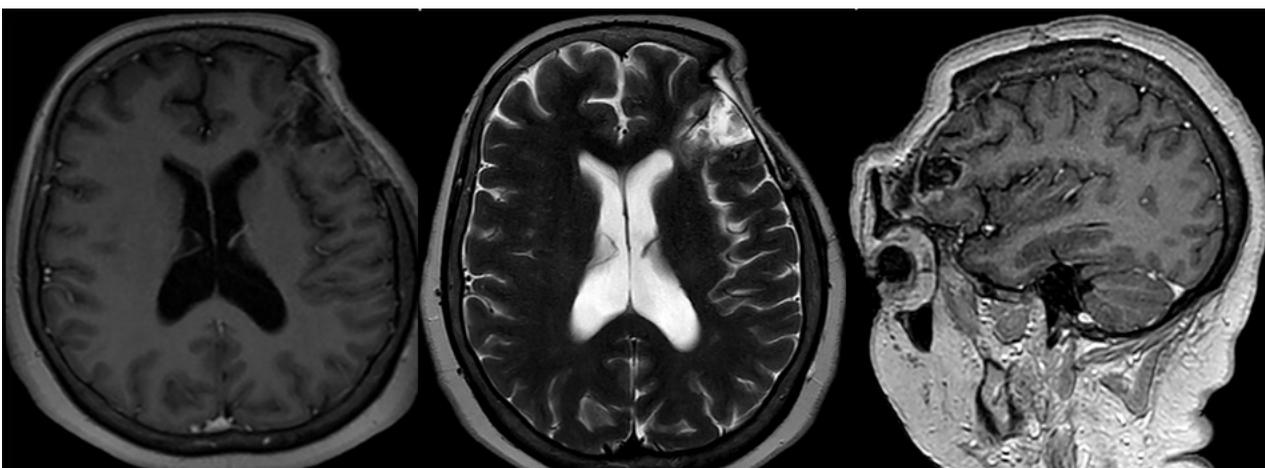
RM de cerebro control a los 4 meses postoperatorio.
